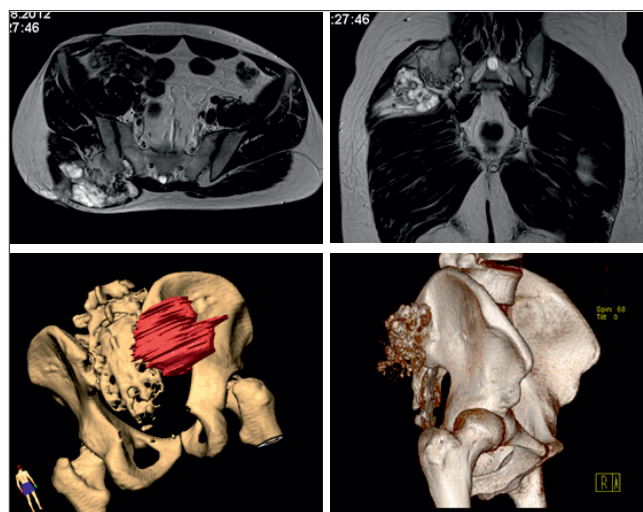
Магнитно-резонансная и компьютерная томография таза до операции
